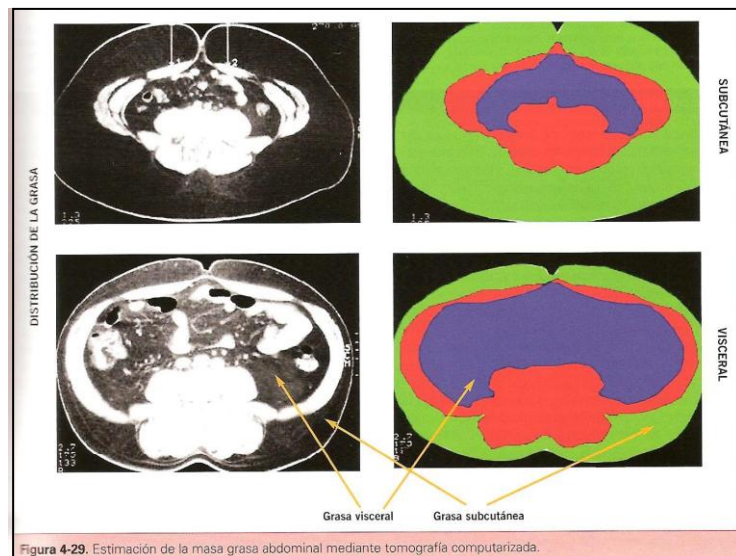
Estimación de grasa mediante TC.
